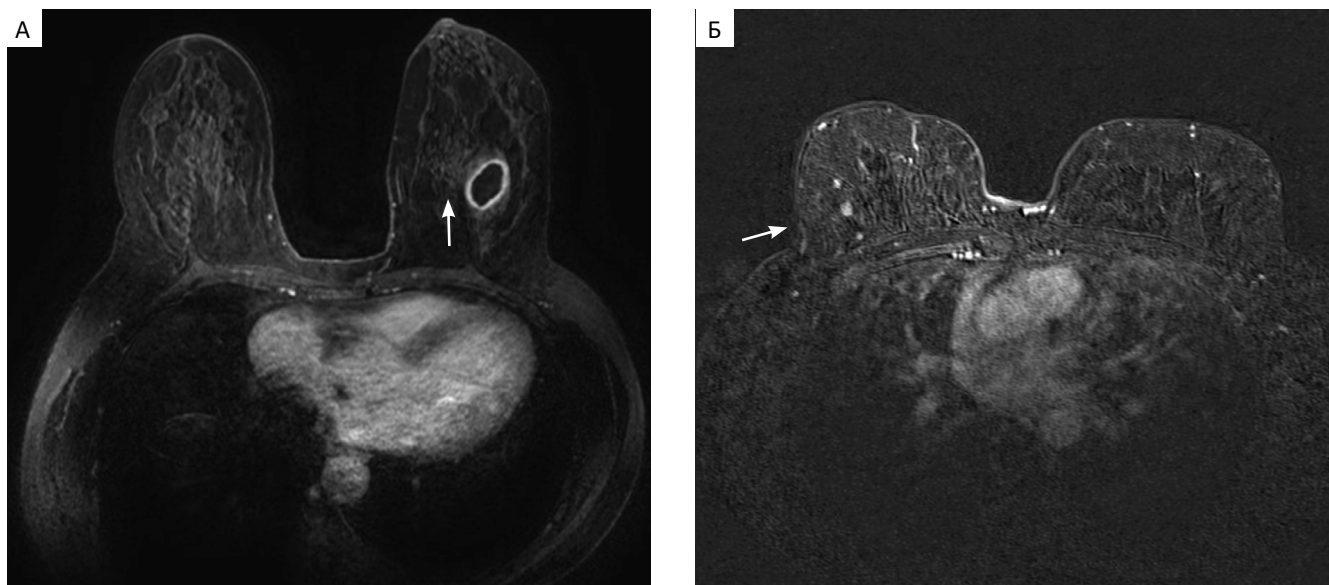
Результаты собственных МРТ-исследований аксиальная проекция, последовательности с динамическим контрастированием, субтракция: А — пациентка Ф. 1973 г.р. стрелкой указана киста левой молочной железы с уплотненными стенками в исходе мастита; Б — пациентка С. 1977 г.р., субтракция, стрелкой указана фиброаденома правой молочной железы
